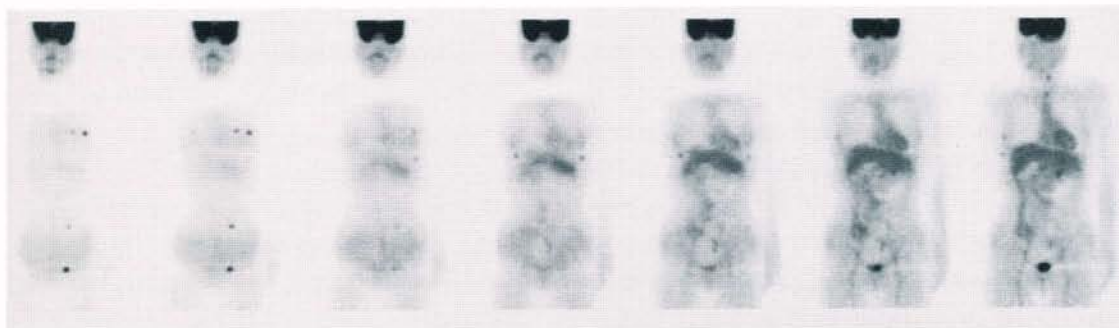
(症例3) ^{18}F -FDG PET 冠状断像
